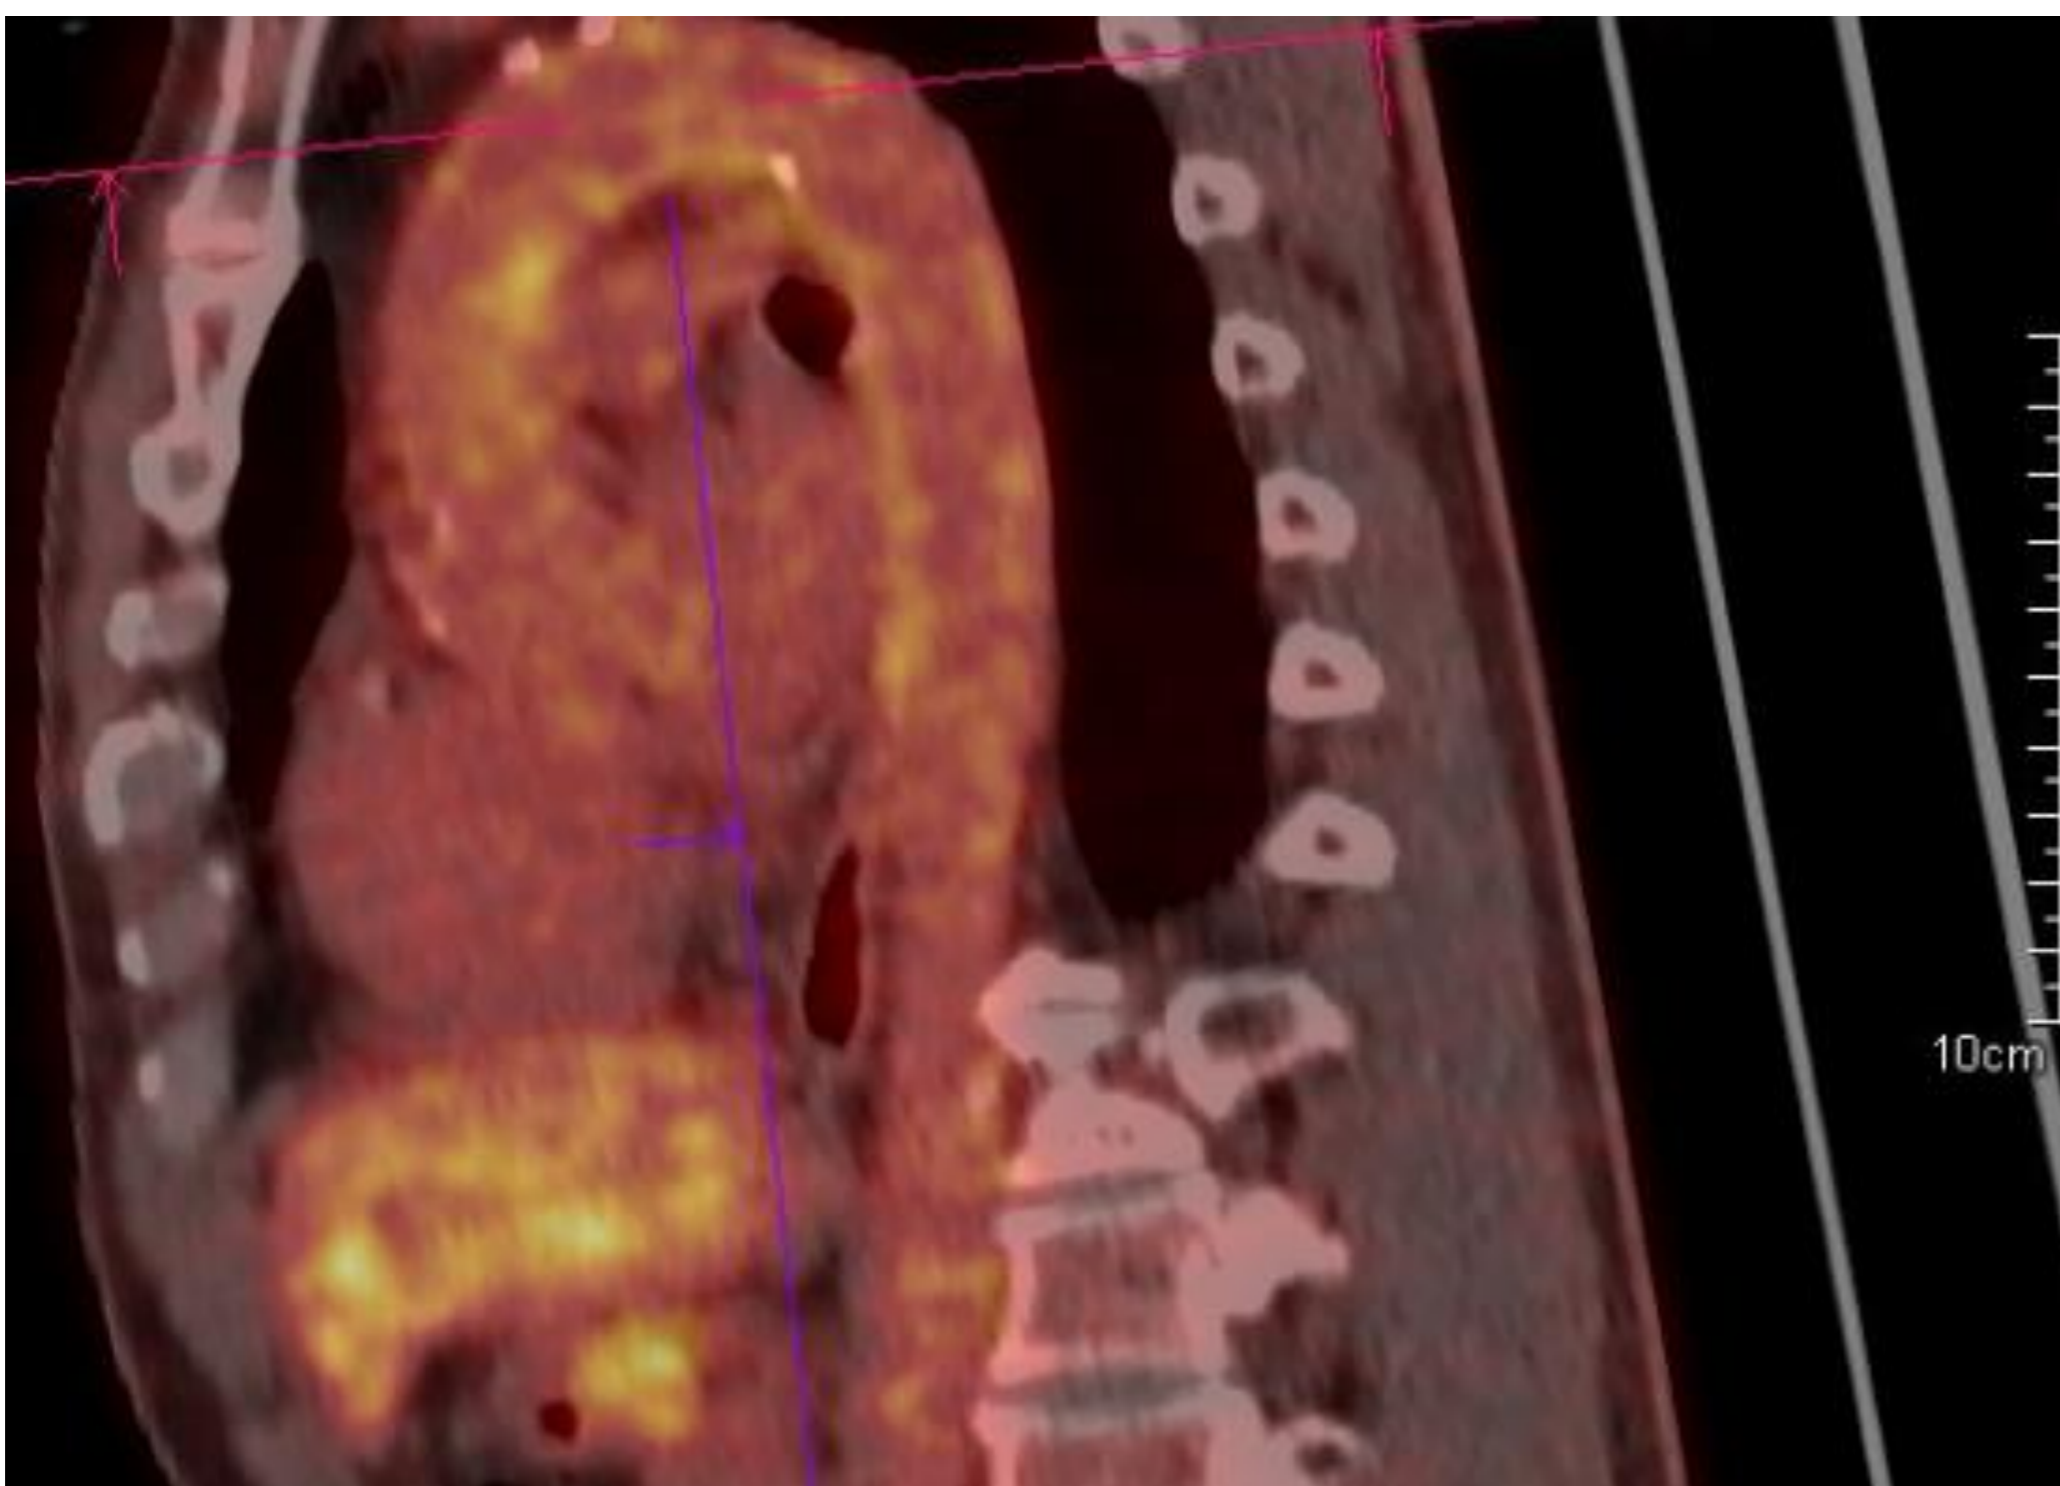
TEP-TDM, coupe coronale, avant traitement par TENOFOVIR
